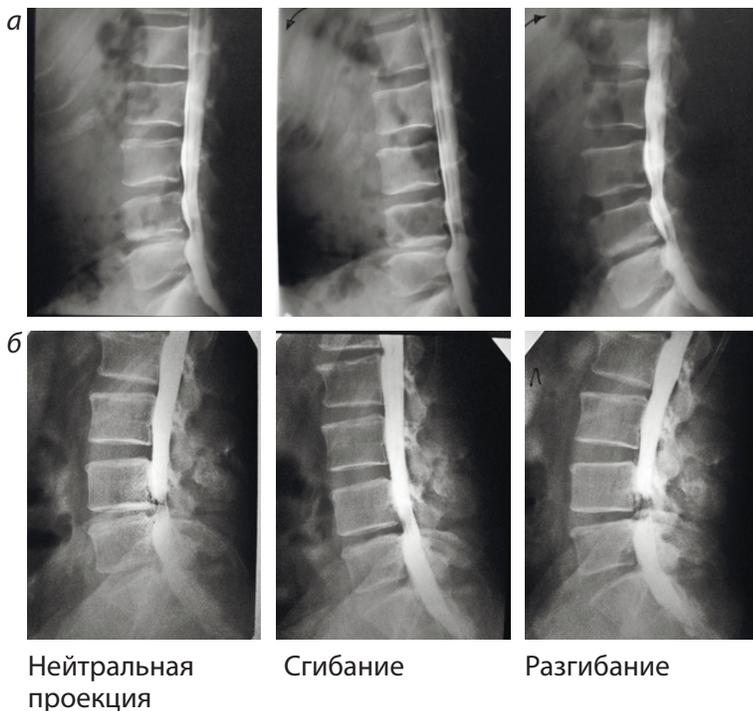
Позитивная миелография диска L4-5 с функциональными пробами: а – протрузия; б – экструзия.
